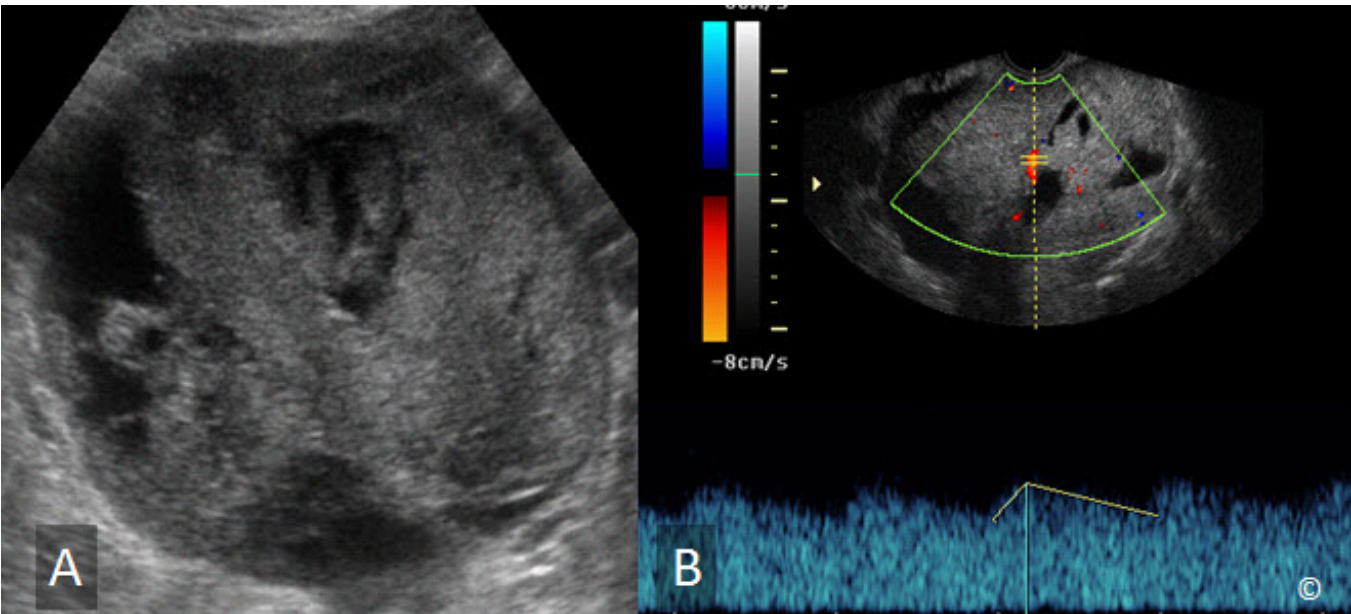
A y B: Ultrasonido transvaginal de un carcinoma endometriode del ovario. Obsérvese la presencia de una masa sólida con septos gruesos en A y vascularidad con flujo de baja impedancia en B en la ecografía de Doppler en color y pulsado.
